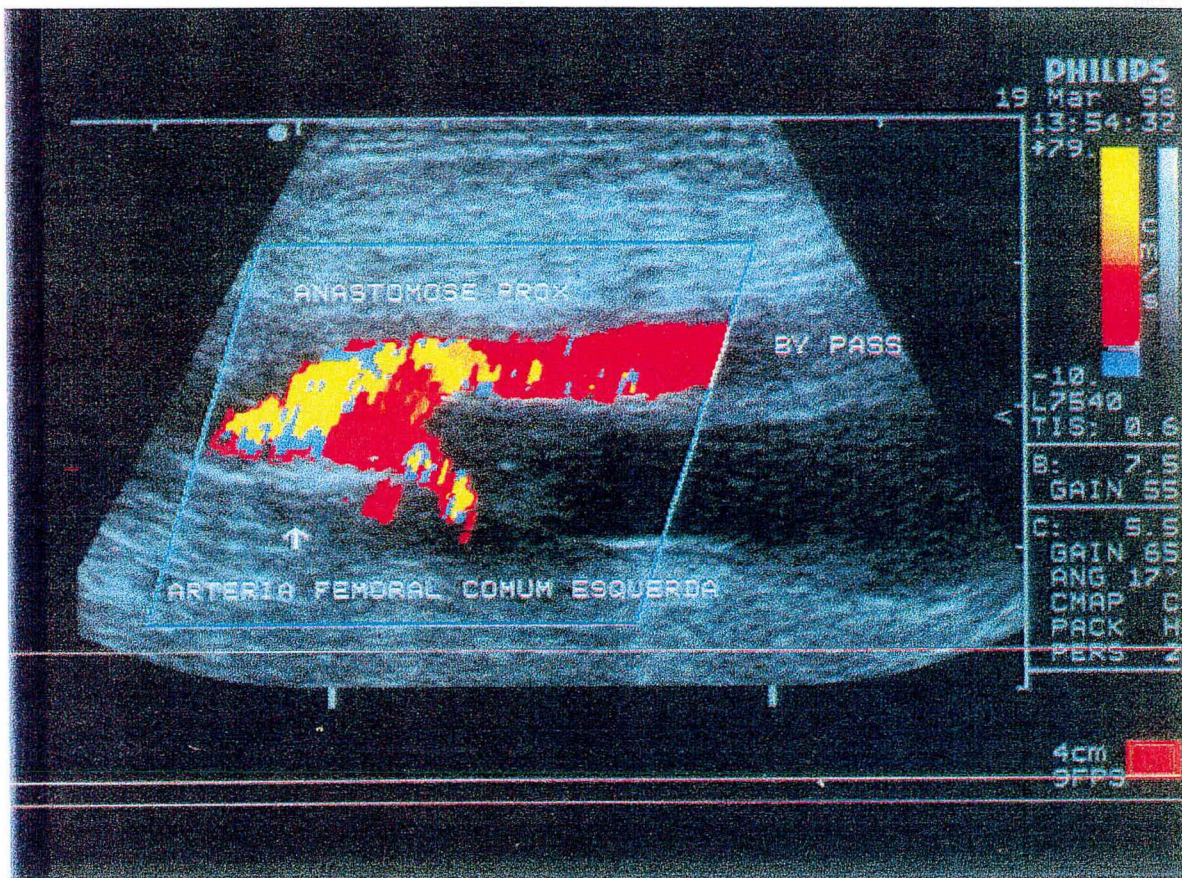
Eco-color doppler* de membro inferior evidenciando estenose de anastomose proximal de *by-pass* fêmoro-poplíteo.
